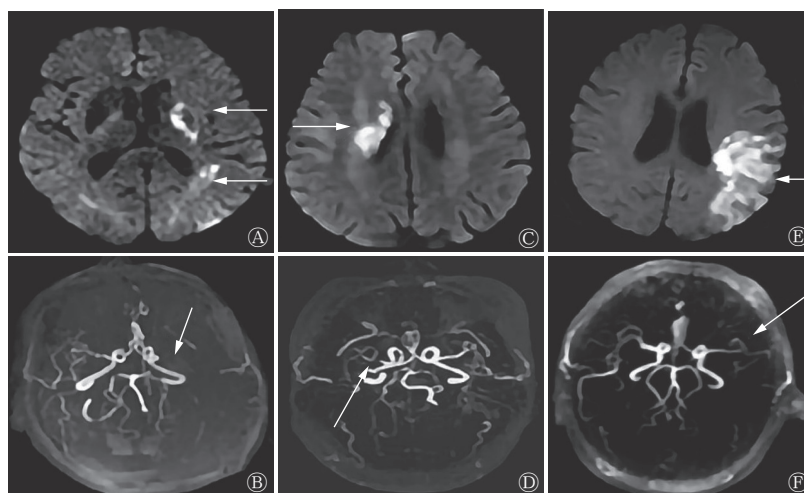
3 例 ACI 患者的 DWI 与 MRA 图 A、B 分别为 1 例女性 ACI 患者(60 岁)的 DWI 和 MRA 横断面图像, 分别示左侧基底节、颞顶交界区高信号, 左侧大脑中动脉远分支减少(白色箭头所示); C、D 分别为 1 例男性 ACI 患者(52 岁)的 DWI 和 MRA 横断面图像, 分别示右侧脑室旁点片状高信号, 右侧大脑中动脉近端阻塞, 远端显示不全(白色箭头所示); E、F 分别为 1 例男性 ACI 患者(46 岁)的 DWI 和 MRA 横断面图像, 分别示左额、颞叶大片高信号, 左侧大脑中动脉分支明显减少(白色箭头所示)。ACI 为急性期脑梗死; DWI 为弥散加权成像; MRA 为磁共振血管成像
